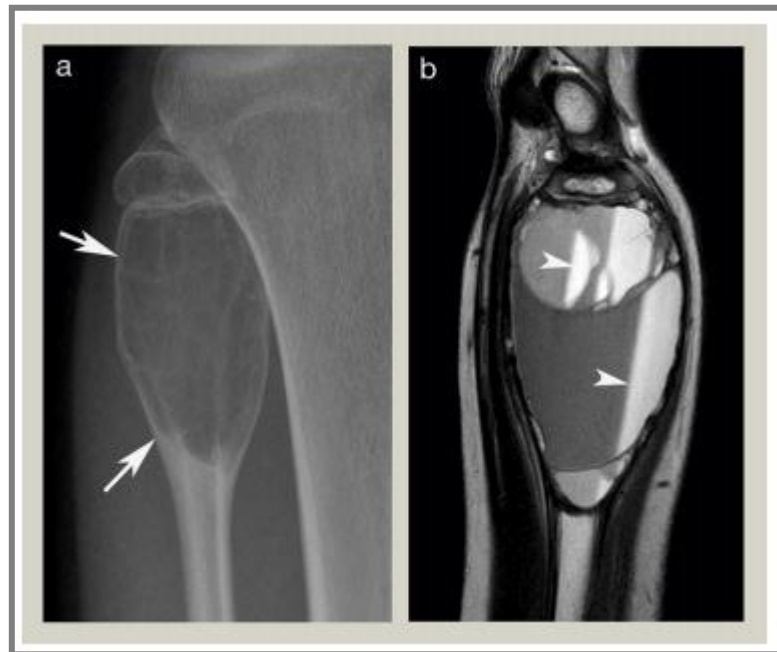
(a) : Radiographie antéro-postérieure du genou montrant un kyste osseux anévrysmal fibulaire proximal (ABC) (flèches). (b) : IRM sagittale pondérée T2 du poignet montrant un ABC ulnaire distal contenant des niveaux de fluides (flèches). (Perera et al. 2017).
